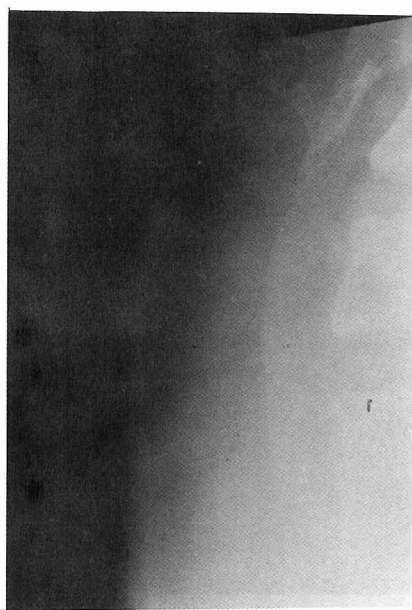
頸部X線撮影による I 型 a の石灰化像
